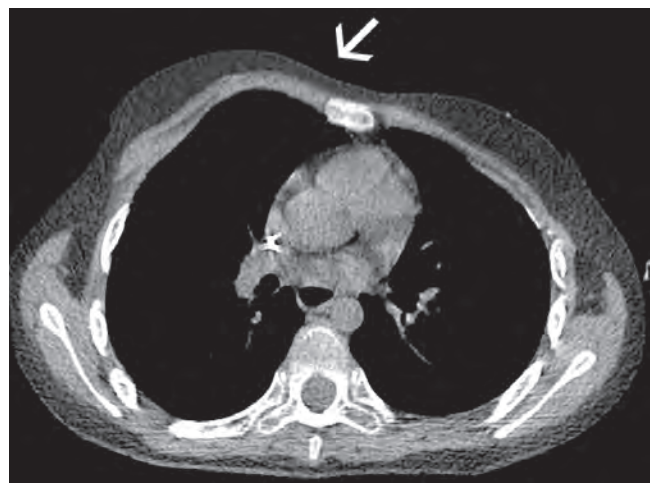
Компьютерная томография органов грудной клетки: белой стрелкой указана деформация грудной клетки по типу «лодочного килля»
